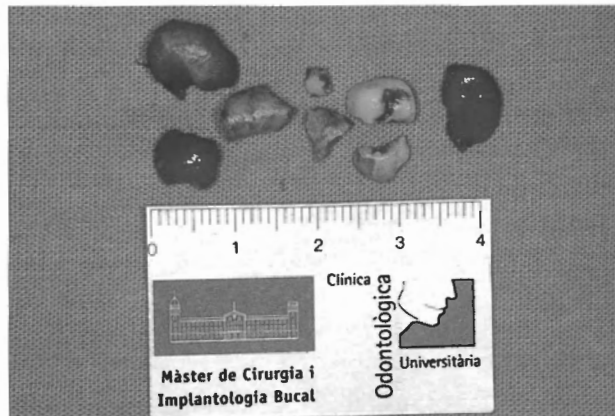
Lesión periapical y 4.5 extraído. El estudio histológico confirmó el diagnóstico de cementoblastoma.
